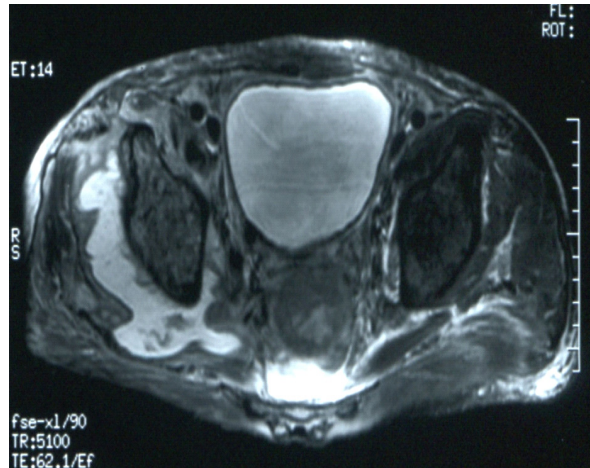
MRI shows high signal intensity in T2WI.
